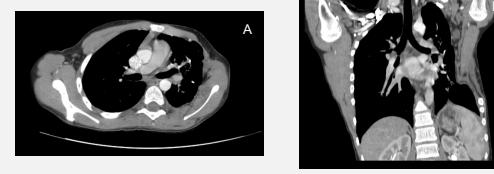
Рецидив хондросаркомы с множественными плевральными кистозно-солидными очагами по данным КТ органов грудной клетки (А,Б) через 7 месяцев после оперативного лечения.
